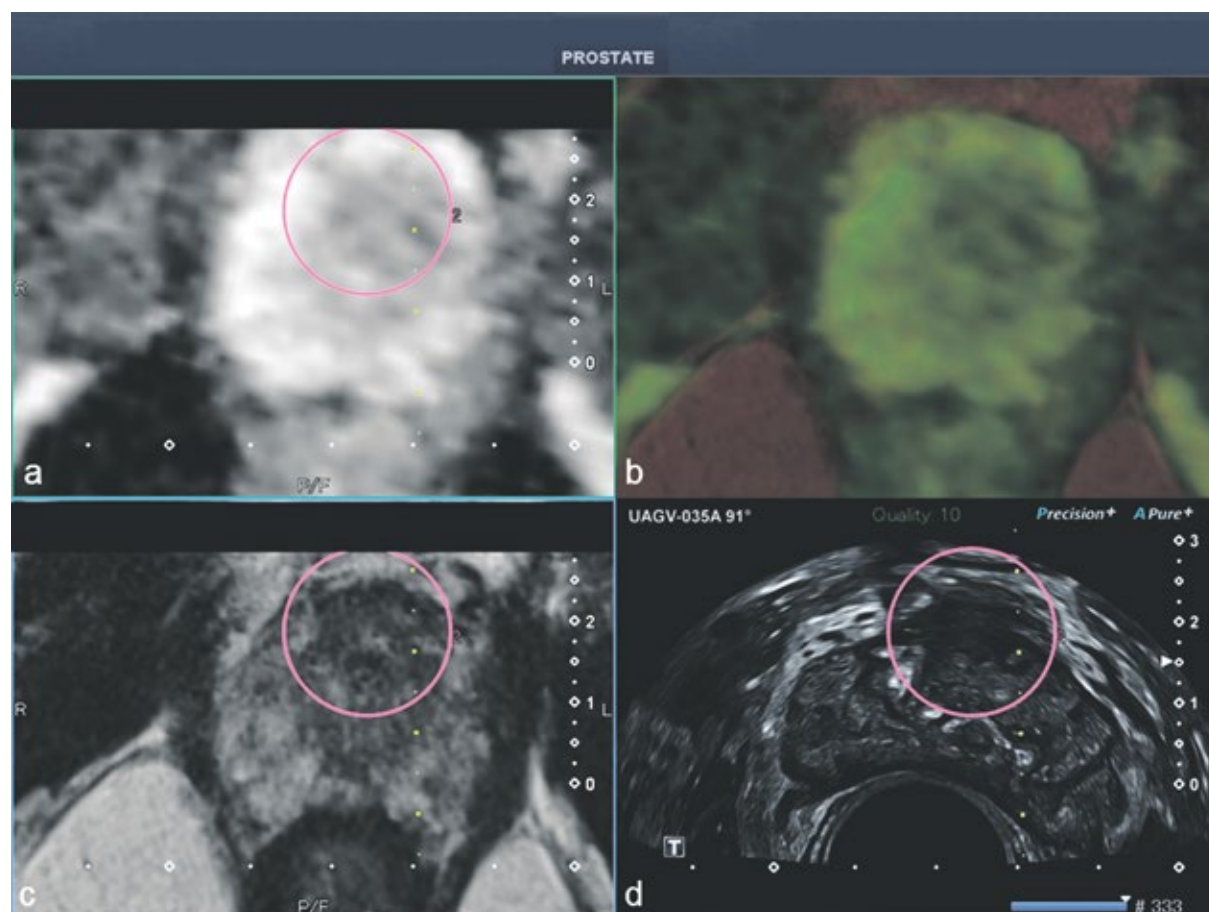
Volumenbasierte MRT/US-Bildfusion und Darstellung im sog. Quad-View eines 60-jährigen Patienten mit PIRADS-5-Läsion in der ventralen Transitionalzone. PSA-Wert vor Biopsie 5 ng/ml. Das suspekte Areal wird mittels einer ROI (region of interest, pinkfarbener Kreis) in der MRT markiert und automatisch in das US-Bild übernommen.
